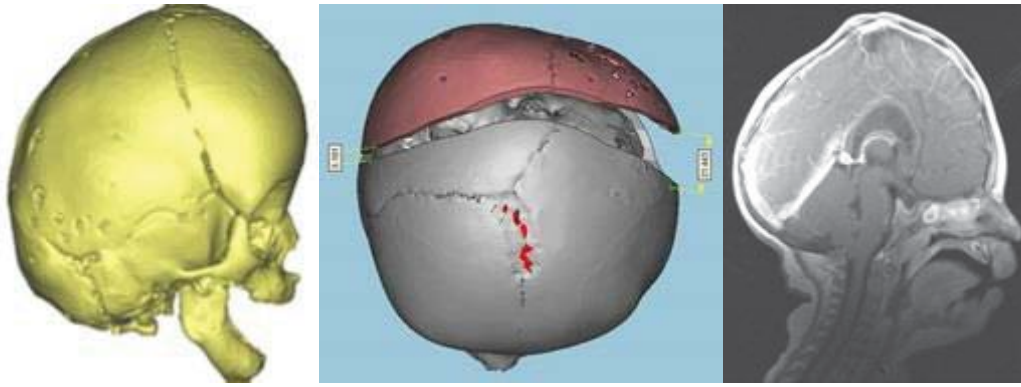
Виртуальное планирование хирургического лечения, на основании данных КТ, МРТ –исследований.
